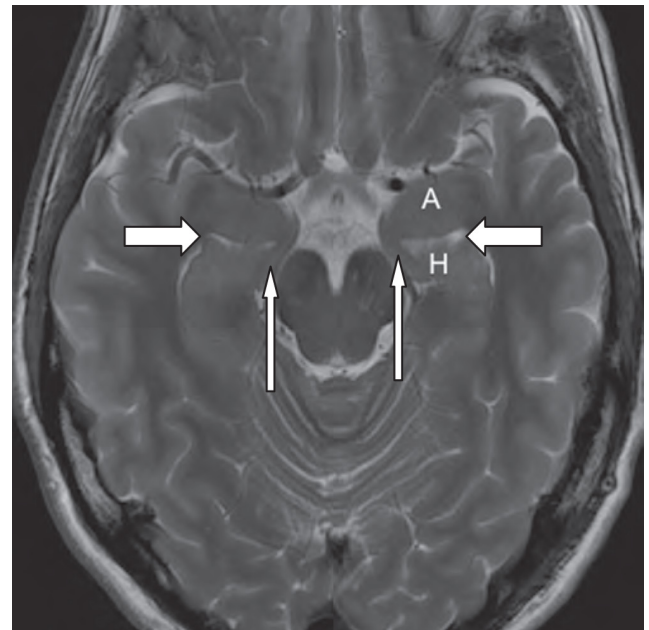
Axial T2 Magnetic Resonance Image of Mesial Temporal Structures. The uncus recess of the temporal horn of the lateral ventricle turns medially, separating the amygdala (A) from the hippocampal head (H). The uncus lies medially (thin arrows).
